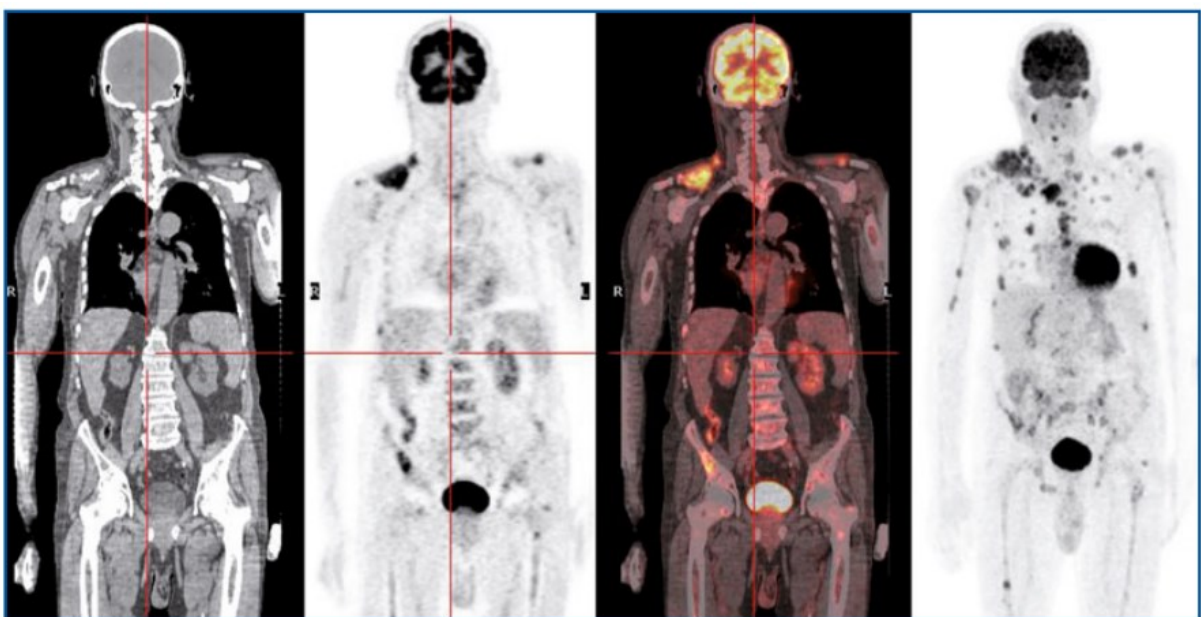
Esame PET/TC con [^{18}F]FDG effettuato per valutazione dell'attività in un paziente con mieloma multiplo. Nell'ordine da sinistra a destra: sezioni TC, PET, di fusione e MIP (Maximum Intensity Projection). Presenza di numerose lesioni che interessano pressoché tutti i segmenti scheletrici; una voluminosa lesione a carico della clavicola destra si estende fino a interessare i tessuti molli circostanti [3].
